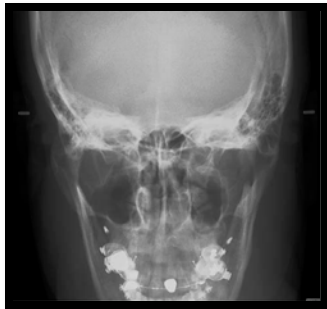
Se observa radiografía posteroanterior con dos mini- implantes en la región retromolar.
